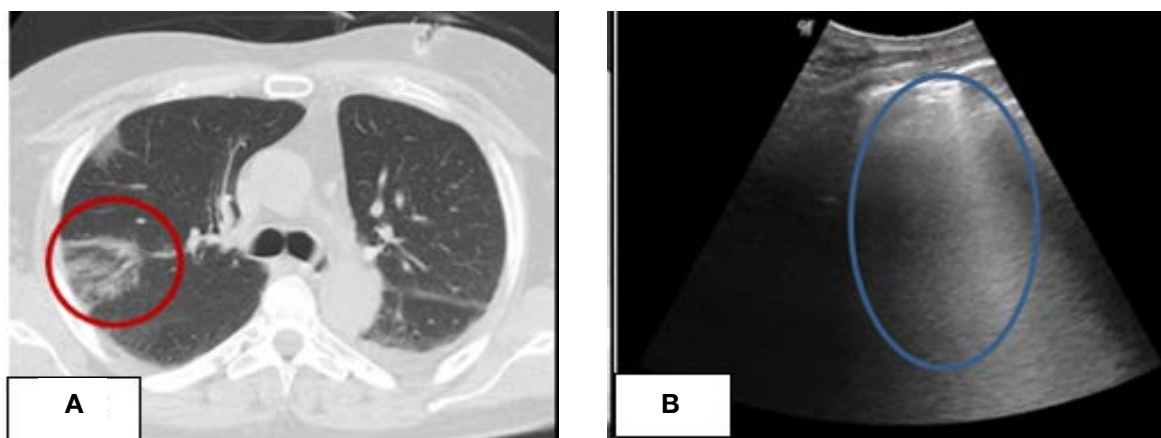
А. КТ груди, аксиальная проекция. Инфарктная пневмония. В. УЗИ легких. Инфильтративные изменения легочной ткани (в этой же зоне)
